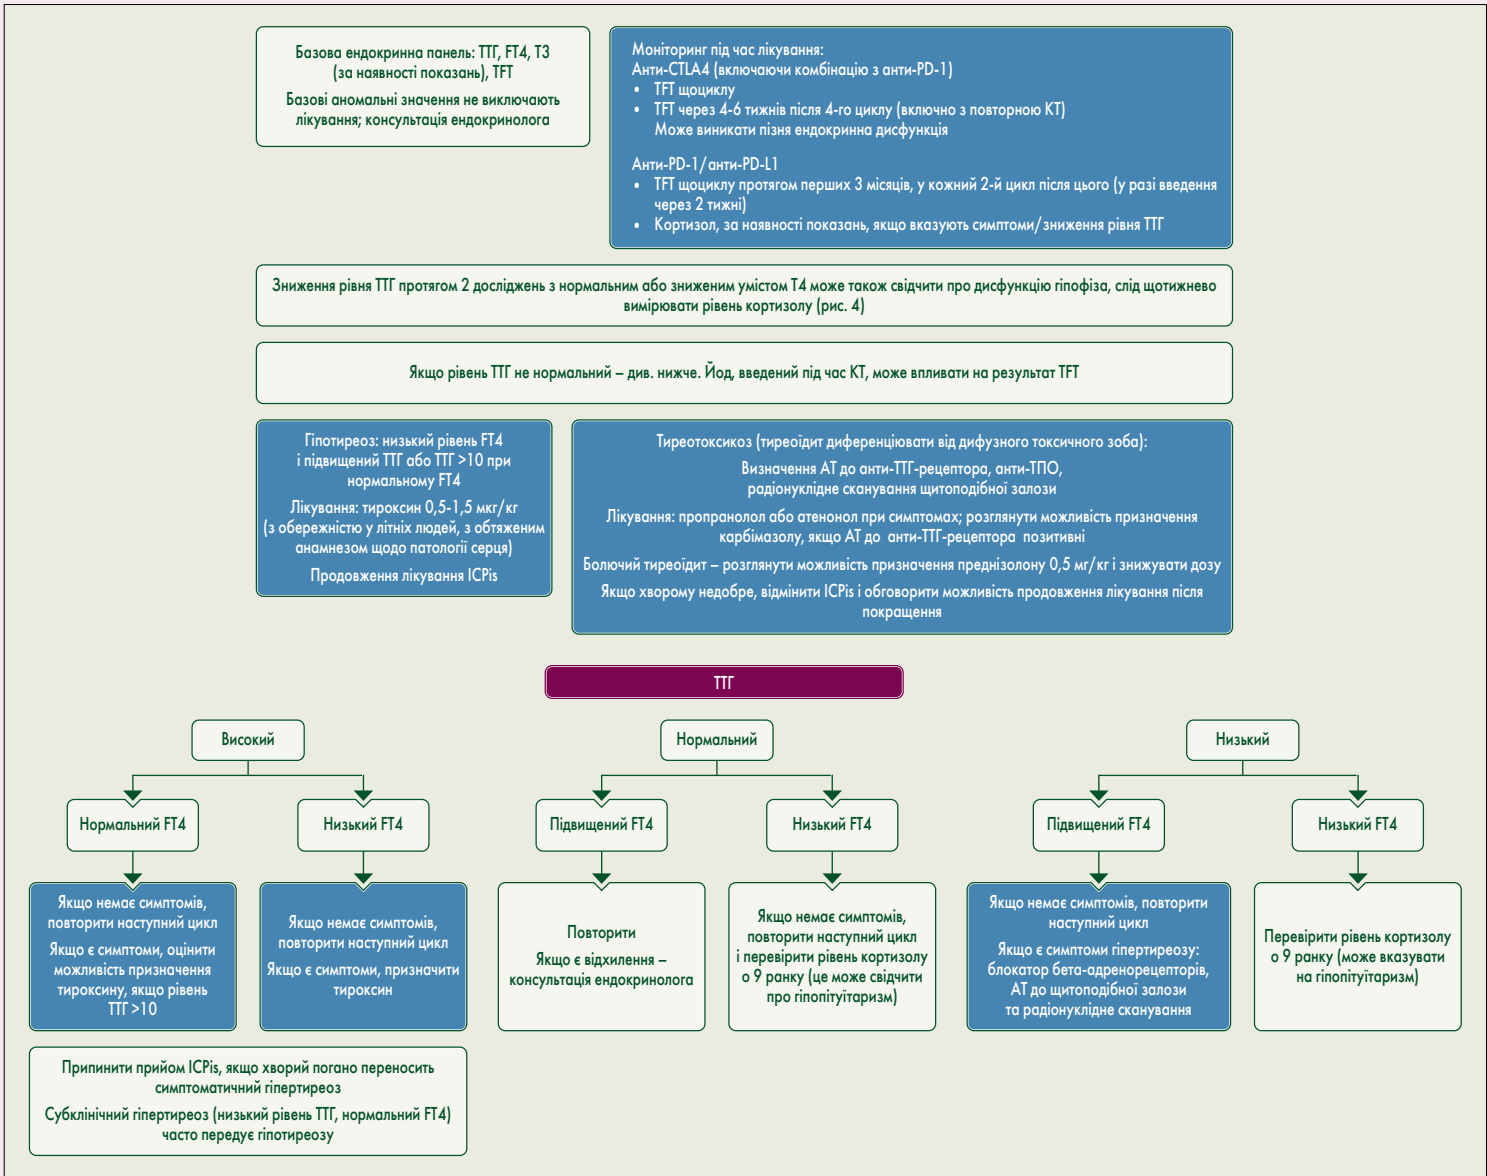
Пов'язана з ICPis токсичність: моніторинг і лікування дисфункції щитоподібної залози. АТ – антитіло; КТ – комп'ютерна томографія; Т3 – трийодтиронін; ТГТ – тест функції щитоподібної залози; ТПО – тиреоїдна пероксидаза
